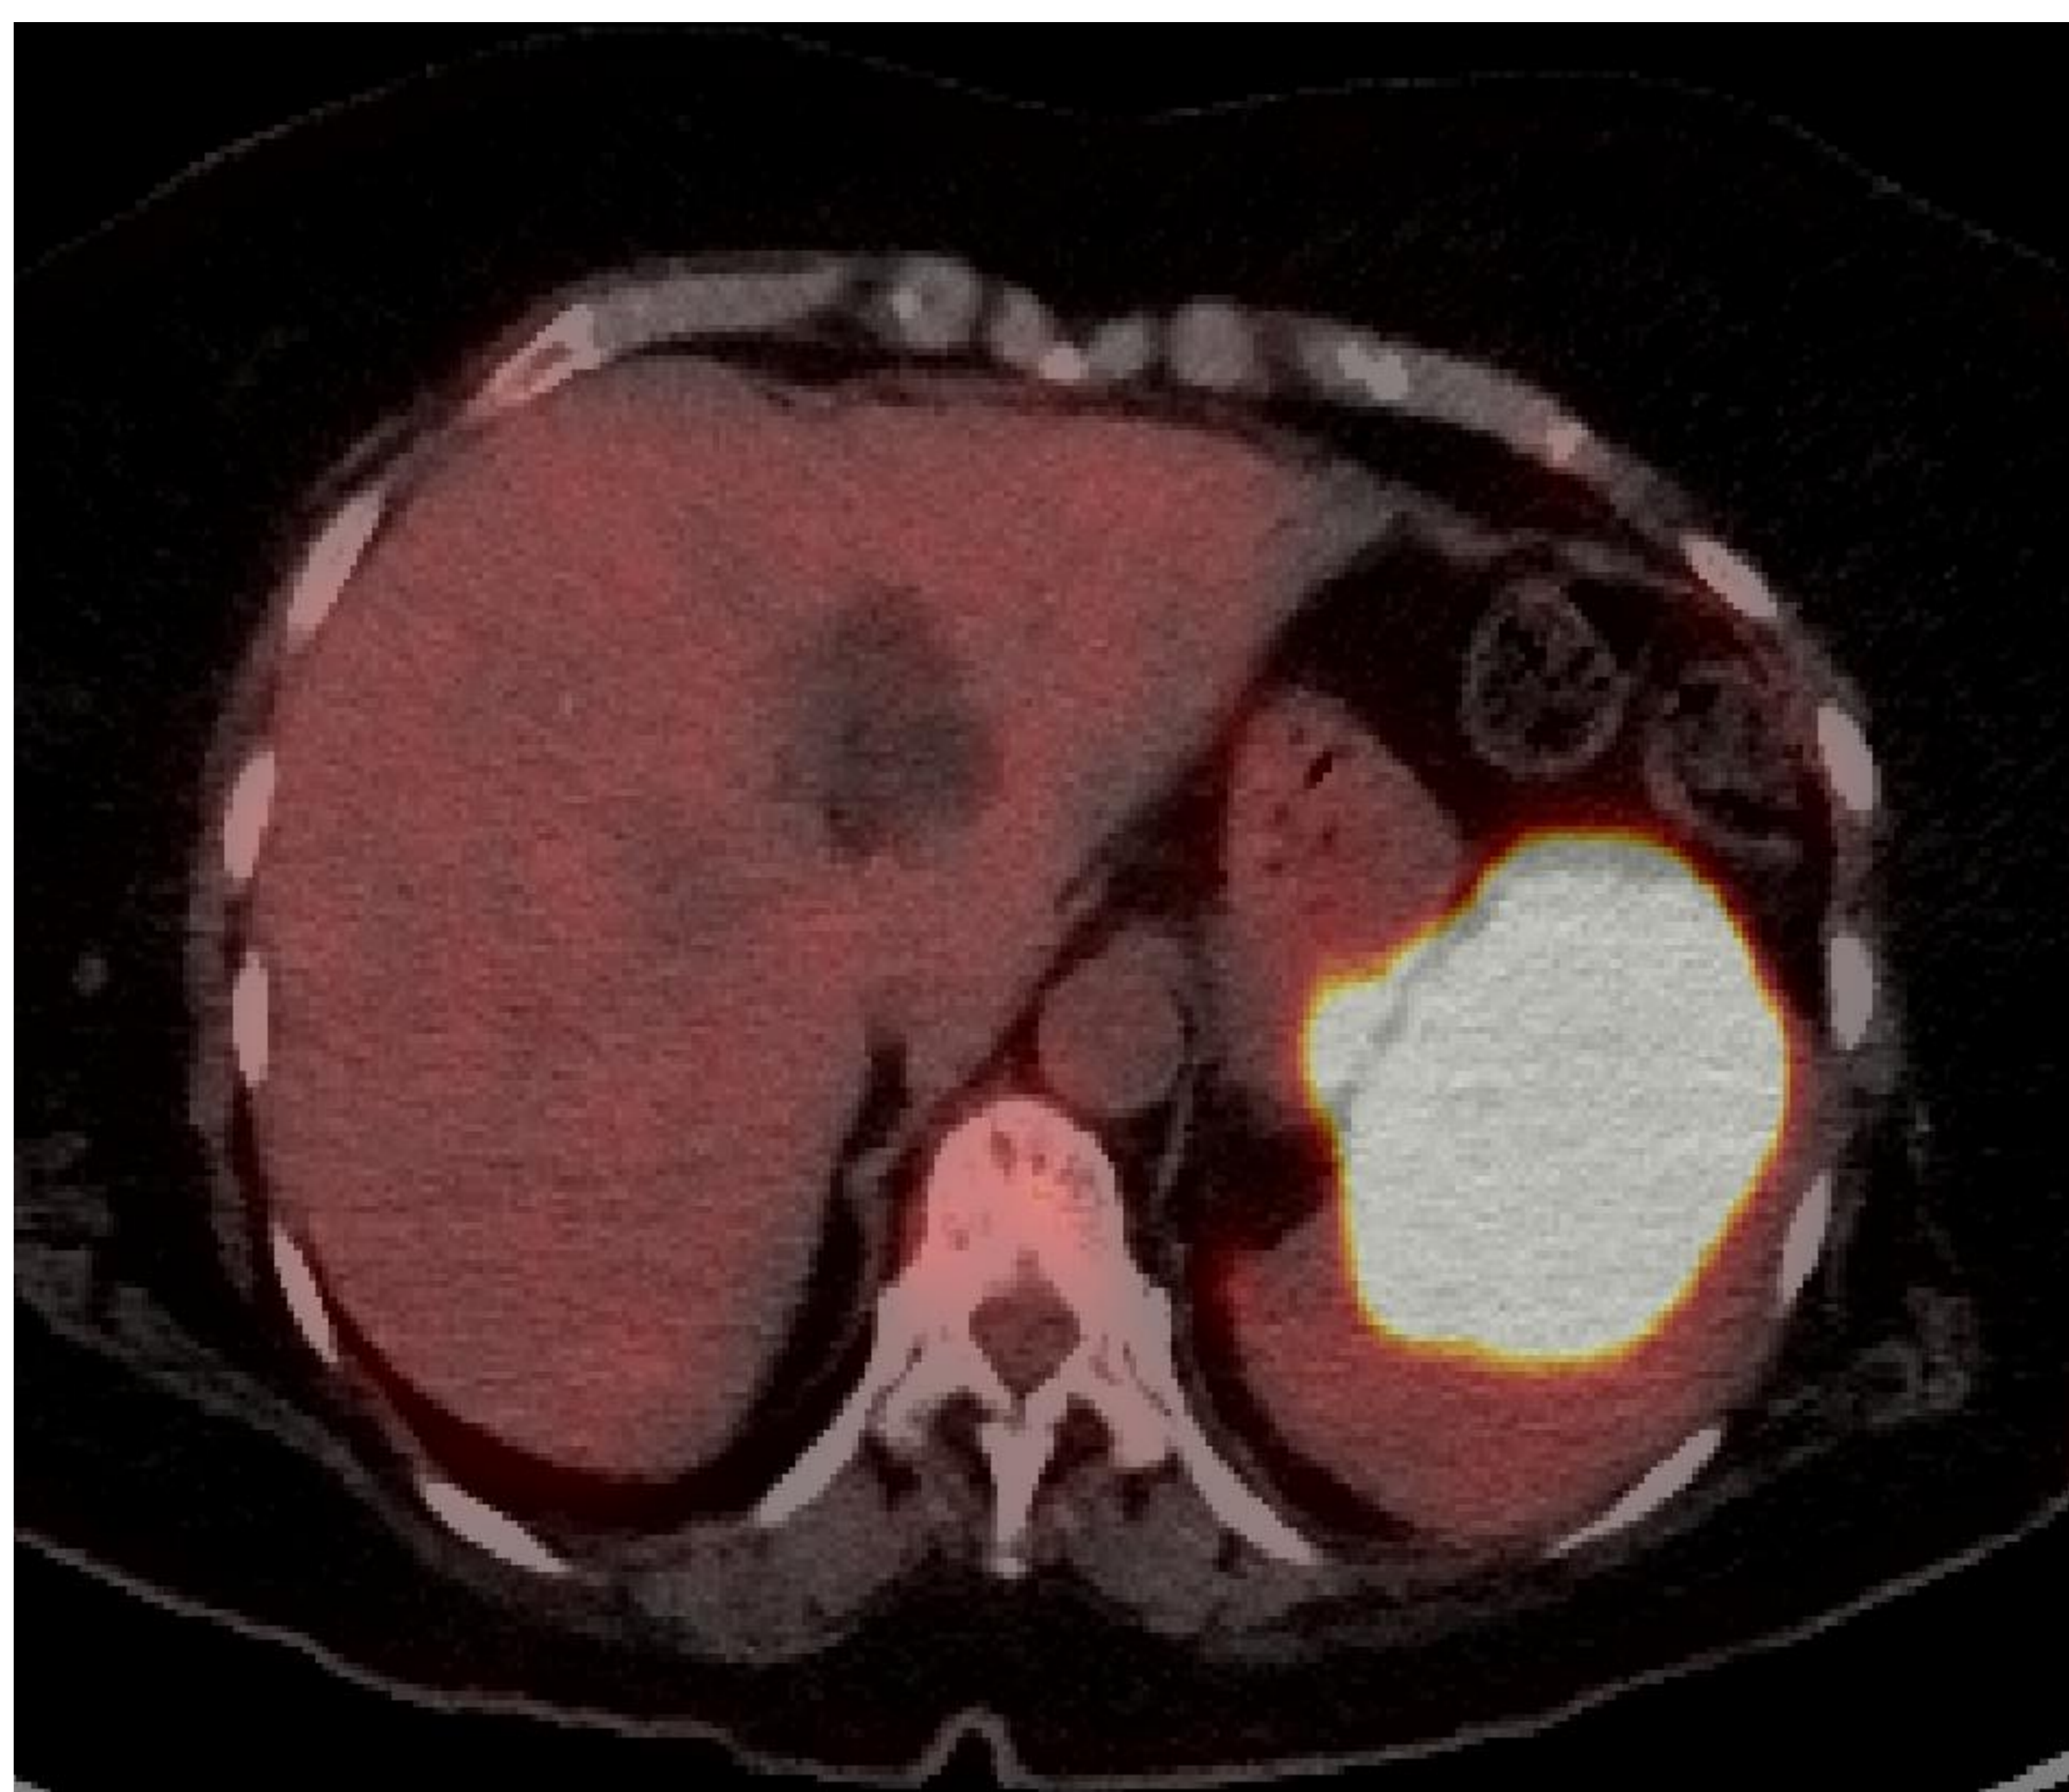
TC en fase portal y PET-TC. Lesión nodular con centro hipodenso en parénquima esplénico, bien definido, que en estudio PET-TC presenta importante captación de 18-FDG. El paciente tenía también adenopatías y ganglios infradiafragmáticos. El diagnóstico por el servicio de hematología fue finalmente un Linfoma B difuso de célula grande.
